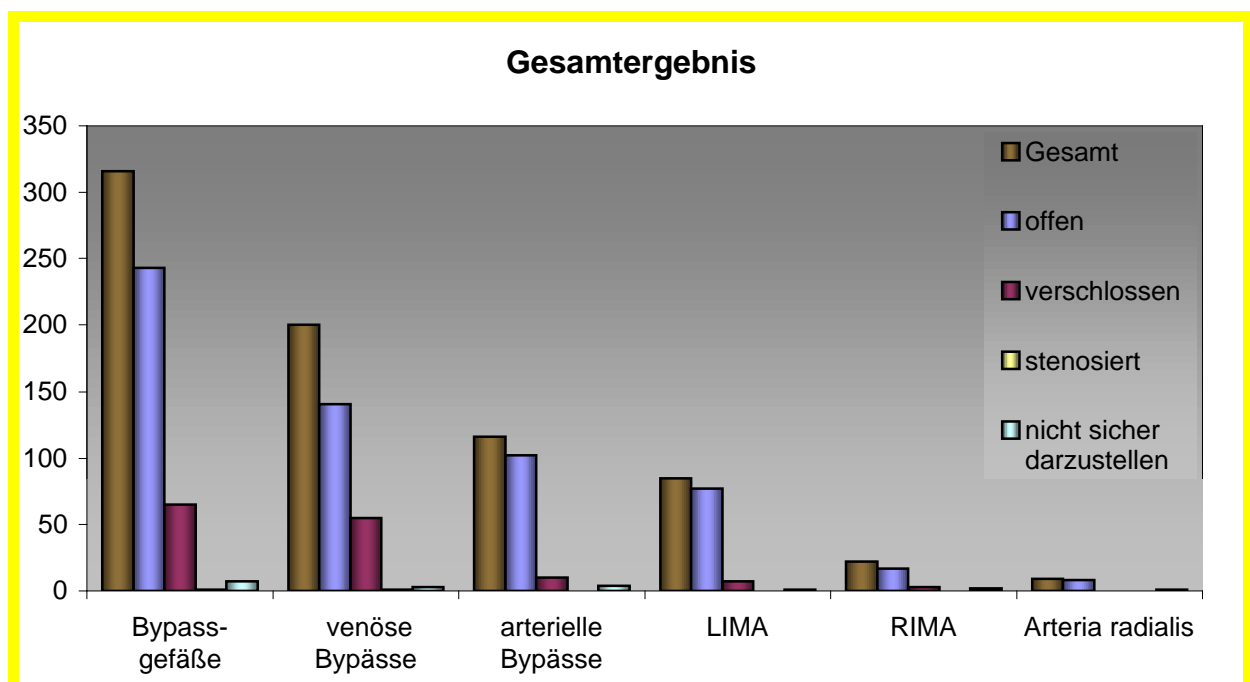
Gesamtergebnis der CTA Untersuchung
